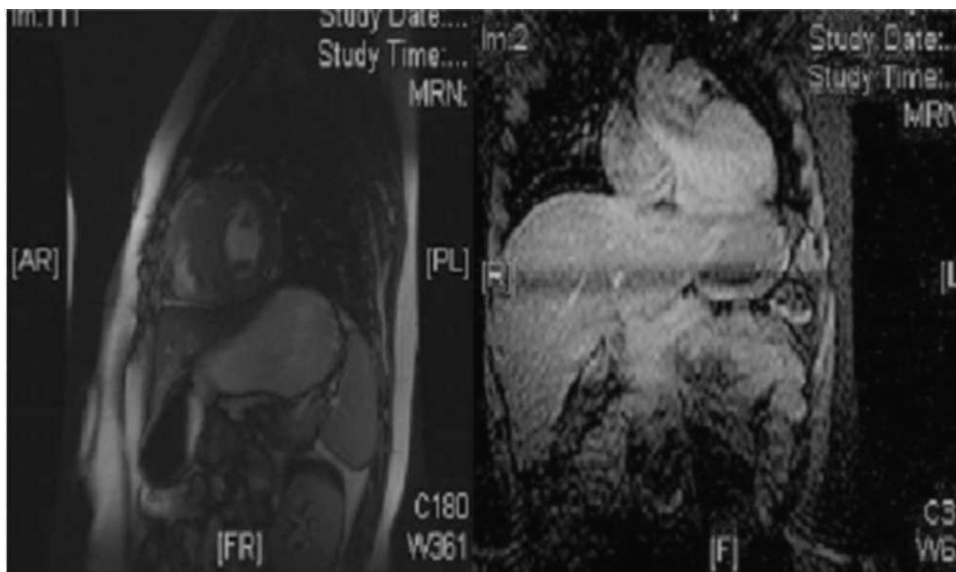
Cardio-RM. Izquierda (eje corto de ventrículos a nivel de músculos papilares): engrosamiento de septo interventricular (22 mm) y de la pared posterior de ventrículo izquierdo (23 mm). Derecha (corte apical cuatro cámaras): aurículas y ventrículos de tamaño y contractilidad normal con septo interventricular engrosado: 22 mm.
